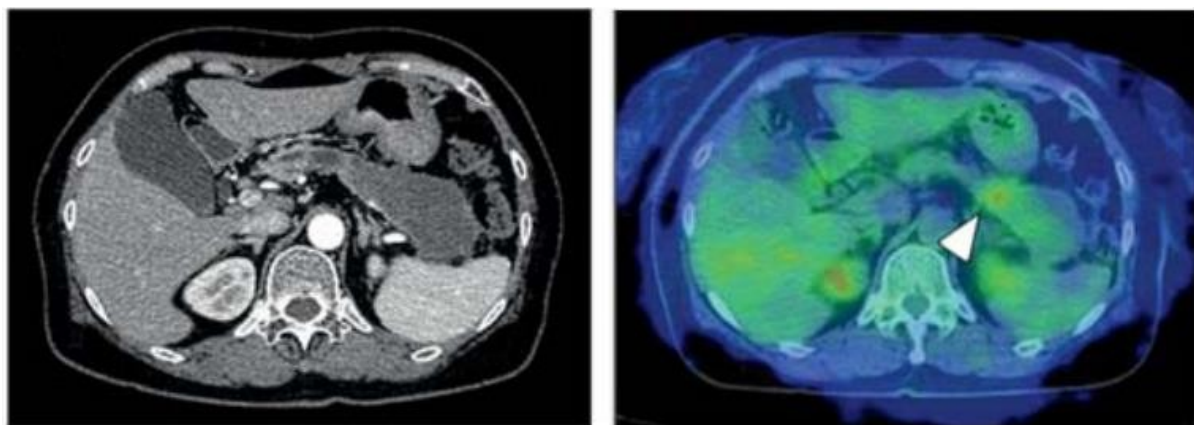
FDG-PET in cui si riconosce un nodulo murale ipercaptante (freccia) nel contesto di una IPMN se si rivelerà maligna¹⁰².
